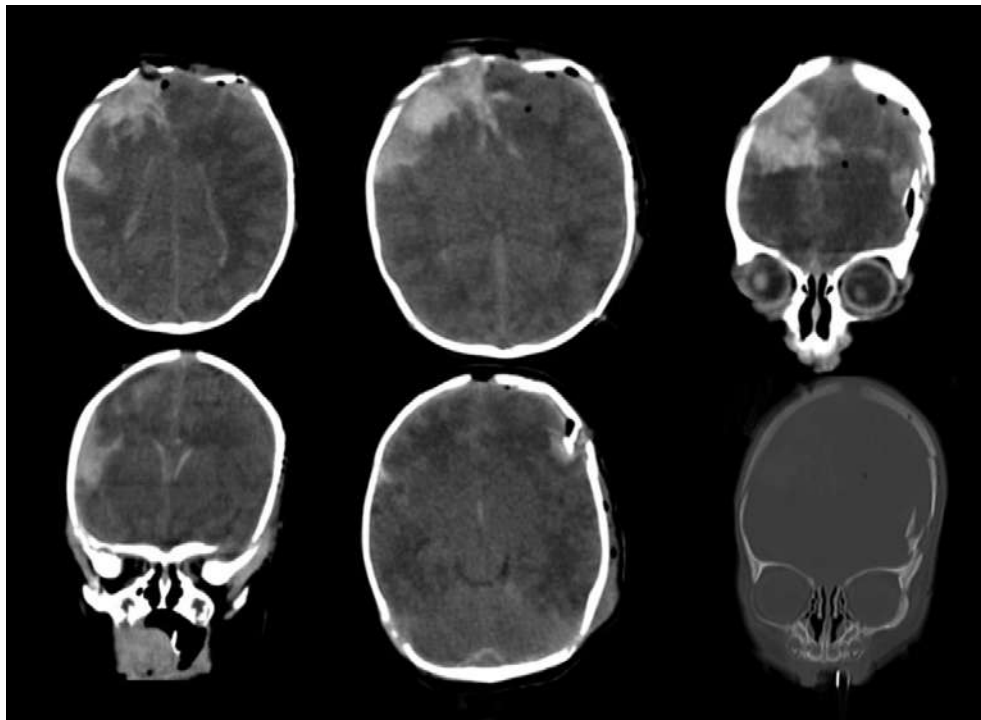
TC craneal inicial.
